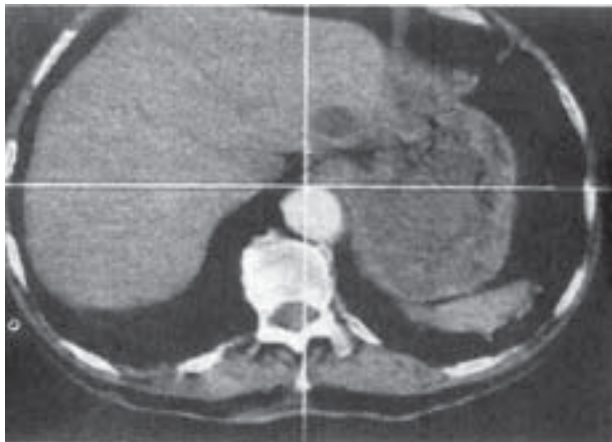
Tomografía con contraste. Corte transversal de la aorta abdominal justo por debajo de la emergencia de las arterias renales, correspondiente al cuello del aneurisma.
